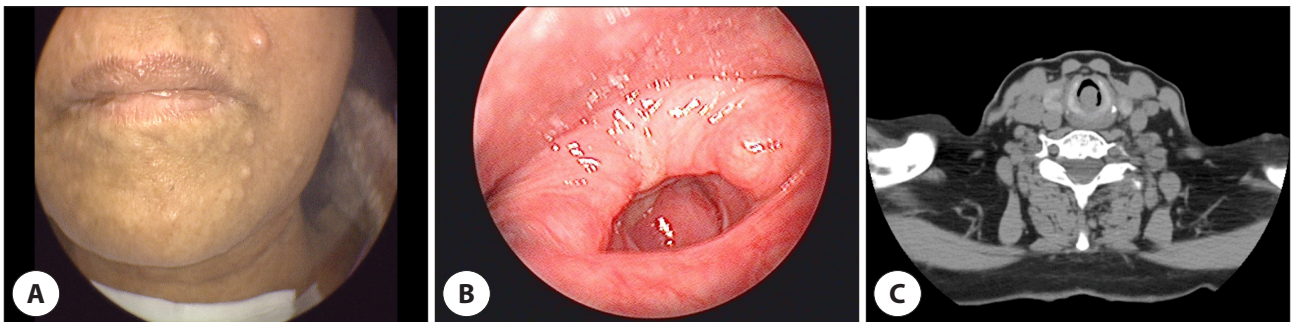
Preoperative imaging. A: Neurofibromatosis on patient's skin. B: Laryngoscopy revealed a subglottic polypoid mass with smooth surface obstructing airway. C: CT showed a 1.2 cm-sized mass protruding into the airway lumen with a relatively clear border. CT: computed tomography.
